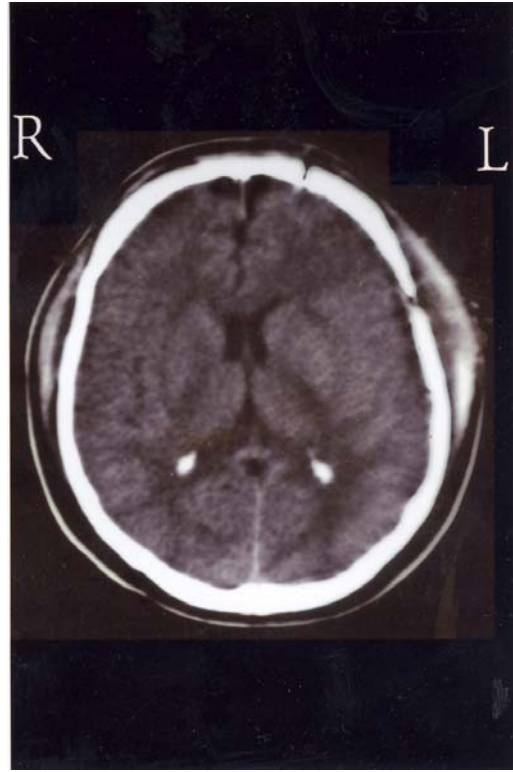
Sol MCA anevrizması nedeniyle klip konan hastanın postoperatif 1. günde BT görünümü. Epidural hematoma görünmüyor.
